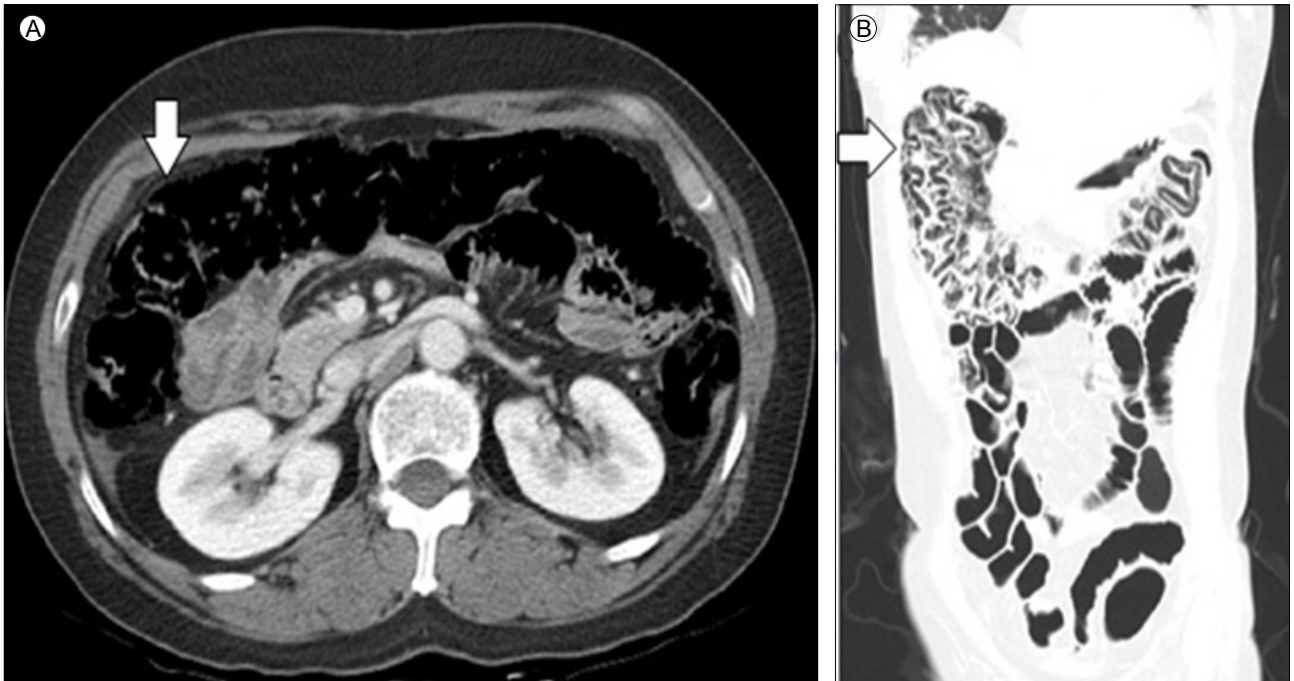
(A) An axial enhanced computed tomography (CT) shows intramural gas in the intestinal wall (arrow). (B) Intramural gas is observed in the same position on the coronal CT (arrow).
